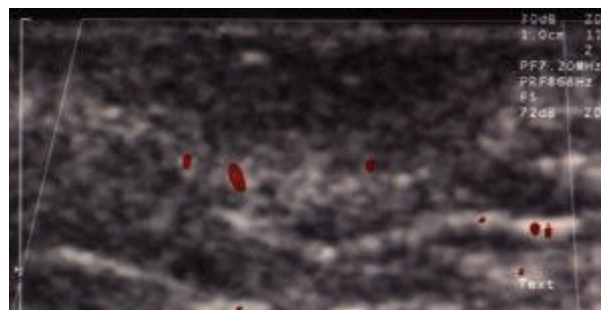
Native (= vor Levovistgabe) amplitudenkodierte (= Power-) Farbdopplersonographie.
